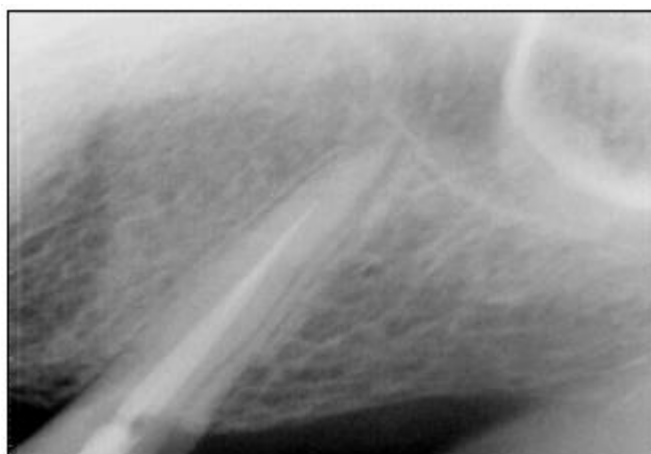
Radiografia inicial
